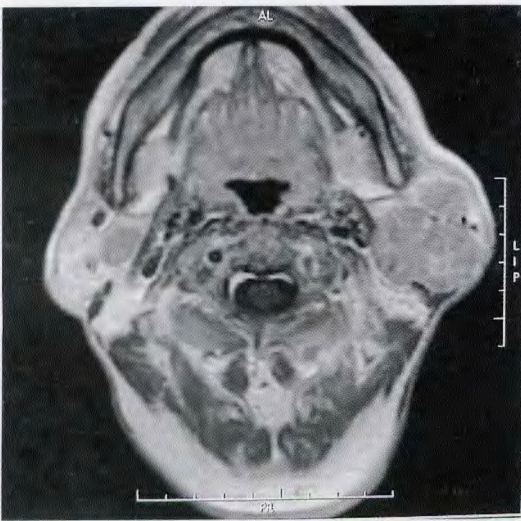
Warthin 瘤。MRI 增强横轴位 T₁WI 示腮腺肿块呈中等强化, 其内分隔及假包膜强化明显。
